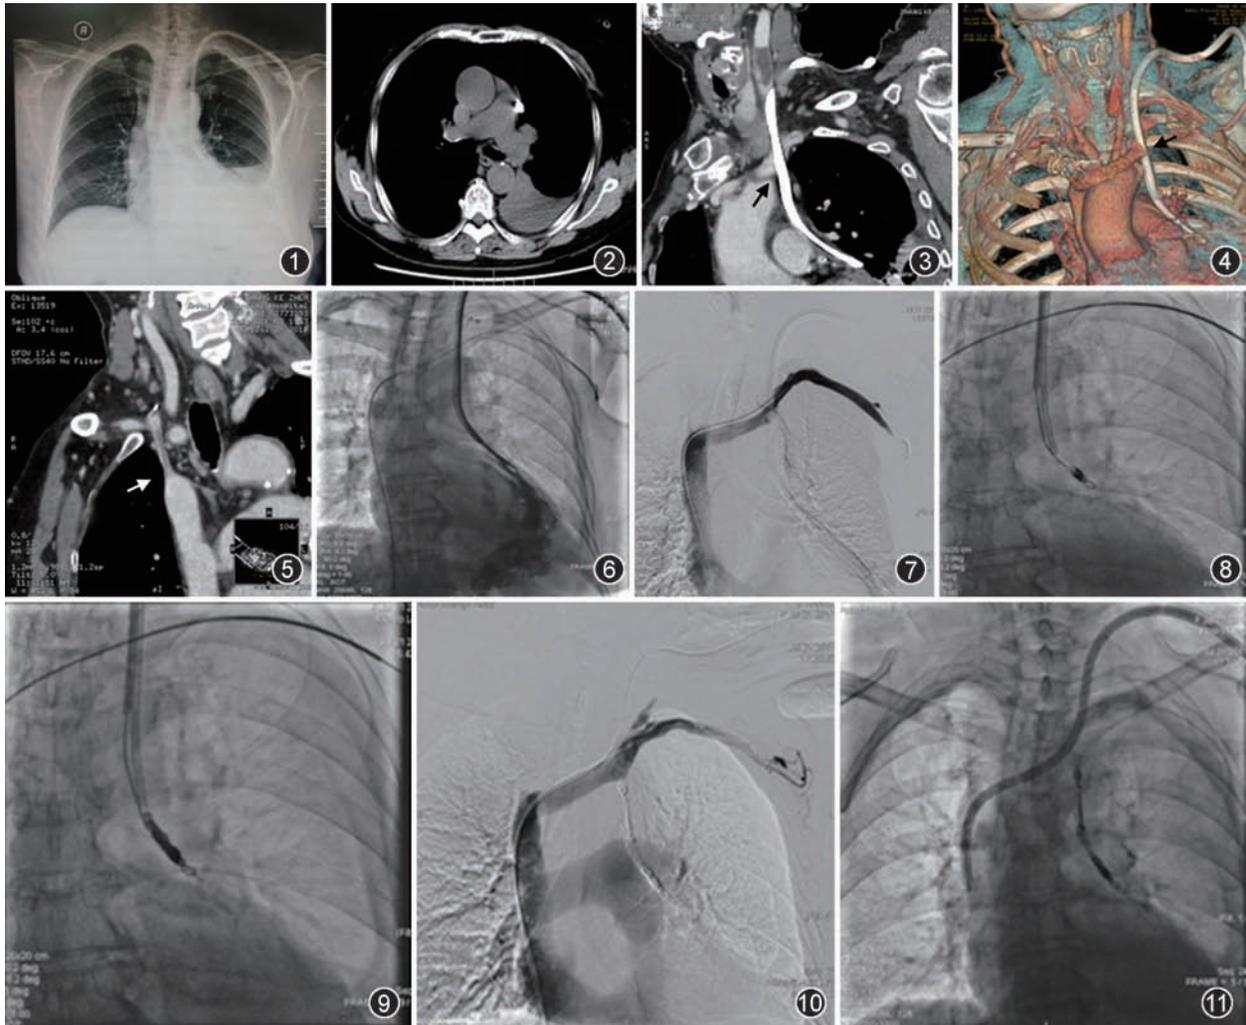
患者术前胸部正位X线检查,透析管体内段位于纵隔内偏左侧 图2~5 患者左颈内静脉透析管置管术后CTA检查显示:左侧胸腔中等积液(图2),导管穿出左侧头臂静脉进入左侧胸腔(图3,4;黑↑),右侧头臂静脉纤细、闭塞(图5,白↑) 图6 经透析管造影见对比剂进入左侧胸腔,并迅速扩散 图7 左侧锁骨下静脉造影,见左侧锁骨下静脉回流上腔静脉血流通畅 图8 经微导管送入2枚弹簧圈栓塞窦道 图9 经导管注入生物医用胶剂进一步栓塞纵隔内窦道 图10 透析导管完全撤离后造影,见瘘口封堵良好 图11 原透析导管拔出后,经左侧颈内静脉更换置入半永久透析管于上腔静脉内
